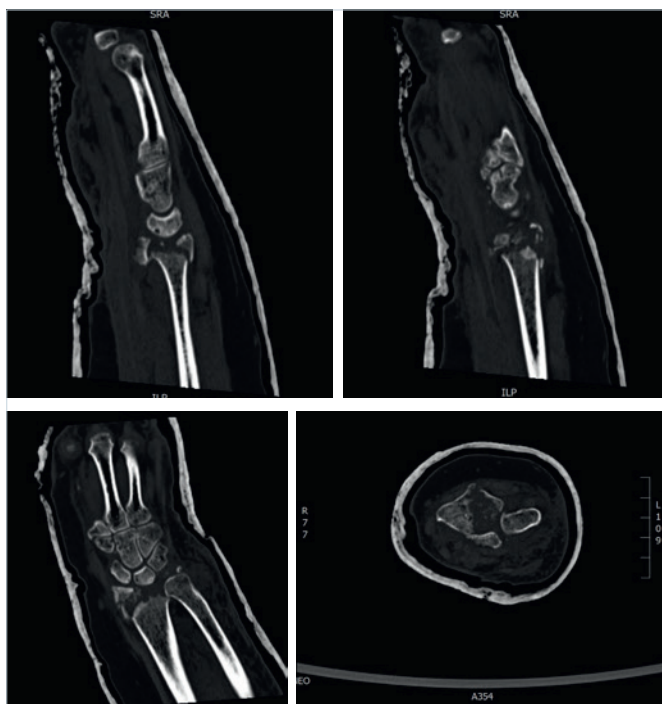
Tomografia assiale computerizzata pre-operatoria in PS.
